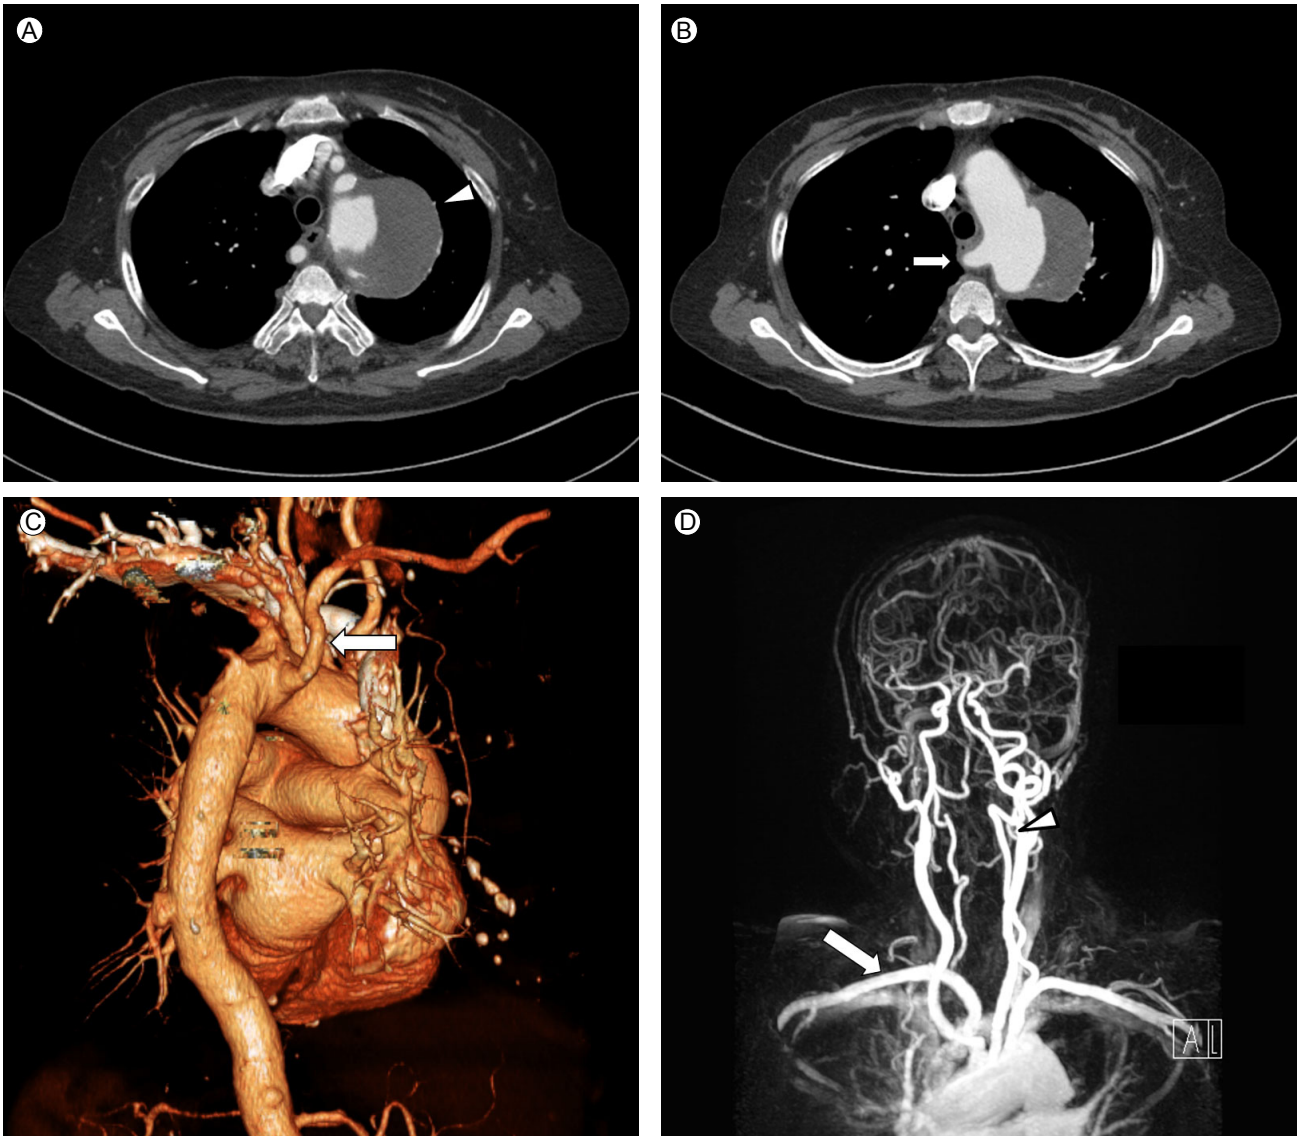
Thoracic aortic aneurysm with an aberrant right subclavian artery. (A) Computed tomography image shows a 7.3-cm aortic arch aneurysm (arrowhead). (B) Aberrant right subclavian artery behind the esophagus and trachea (arrow). (C) Three-dimensional re-constructed CT images of the aberrant right subclavian artery. (D) Magnetic resonance angiogram shows the aberrant right subclavian artery (arrow) and dominant left vertebral artery (arrowhead).
